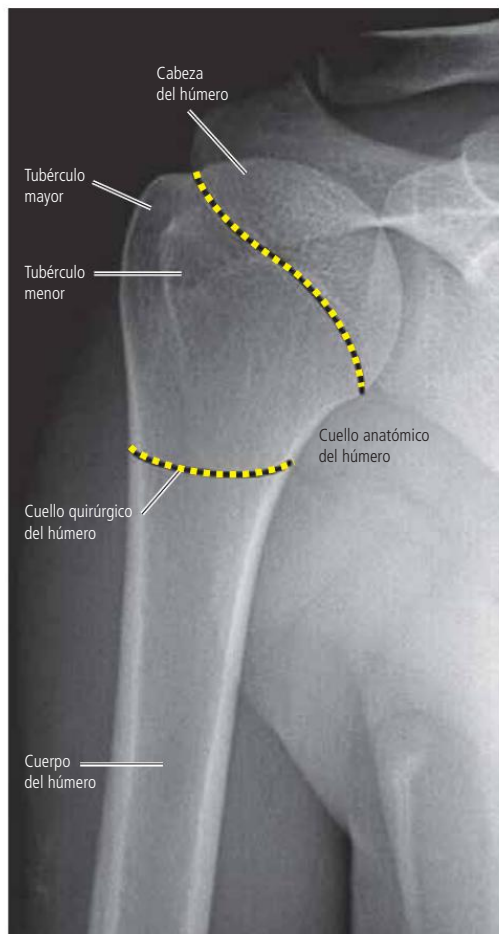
Radiografía posteroanterior del hombro derecho. El brazo se encuentra en aducción. Se ve la cabeza del húmero articulada con la cavidad glenoidea de la escápula. Se observan el tubérculo mayor y el tubérculo menor del húmero.
